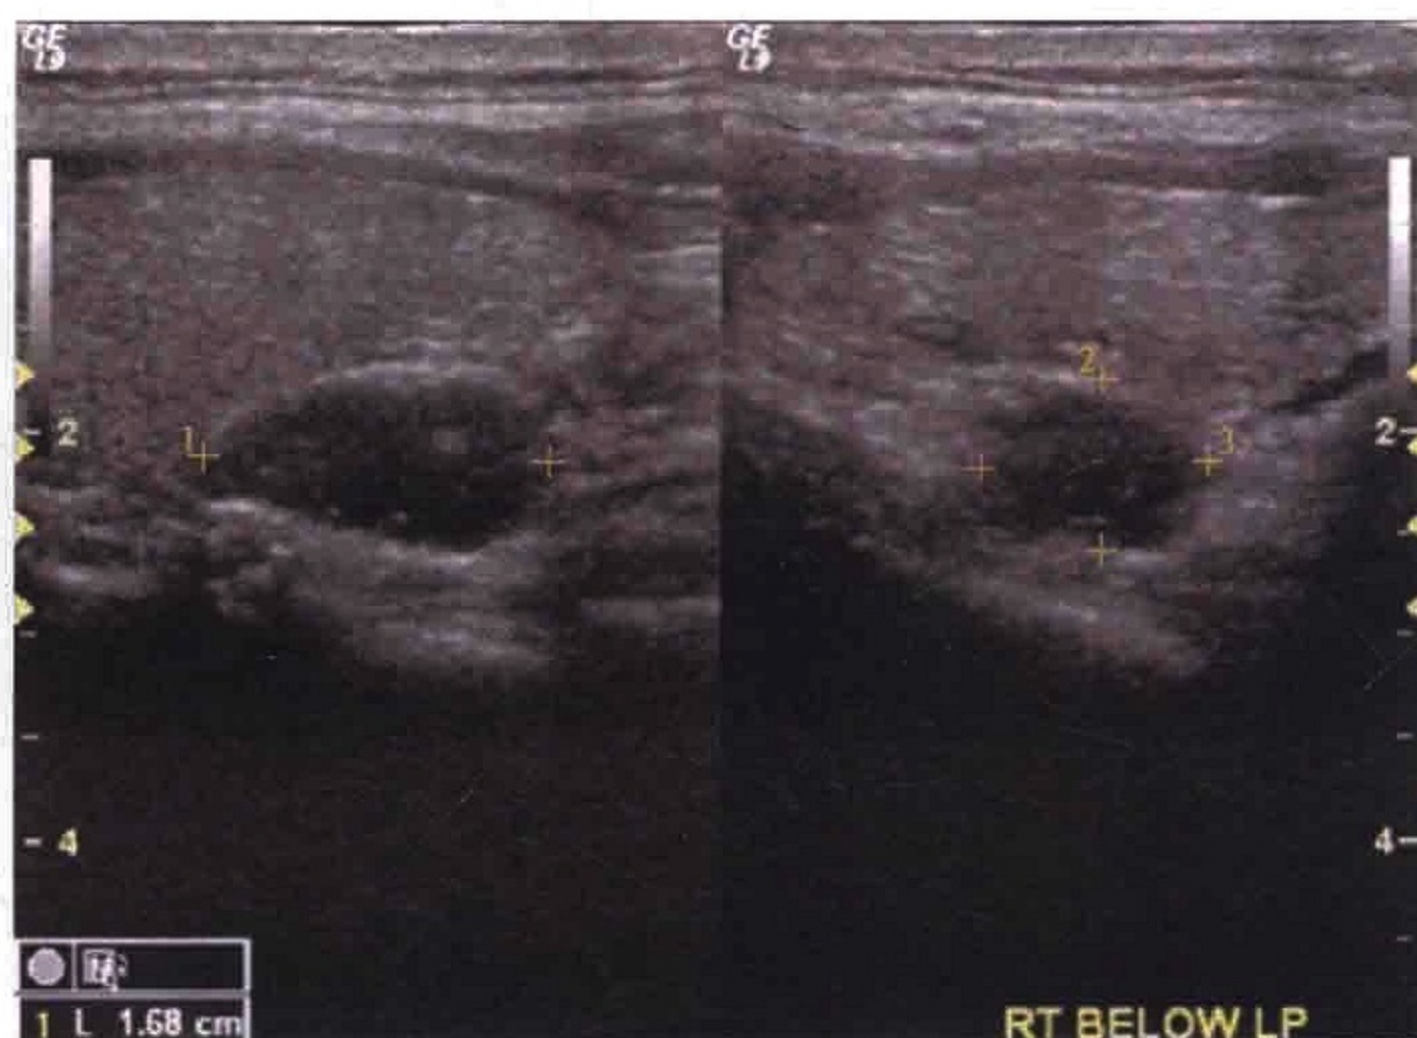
颈部超声图像示甲状旁腺腺瘤，表现为甲状腺后方的低回声结节，这一典型的发病部位有助于避免将甲状旁腺腺瘤误诊为颈部淋巴结
